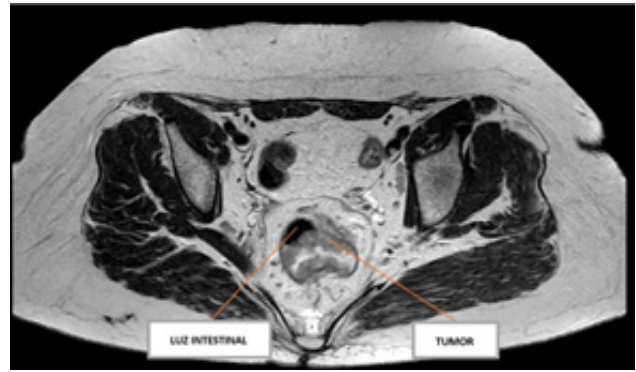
Resonancia magnética simple y contrastada de abdomen y pelvis.
